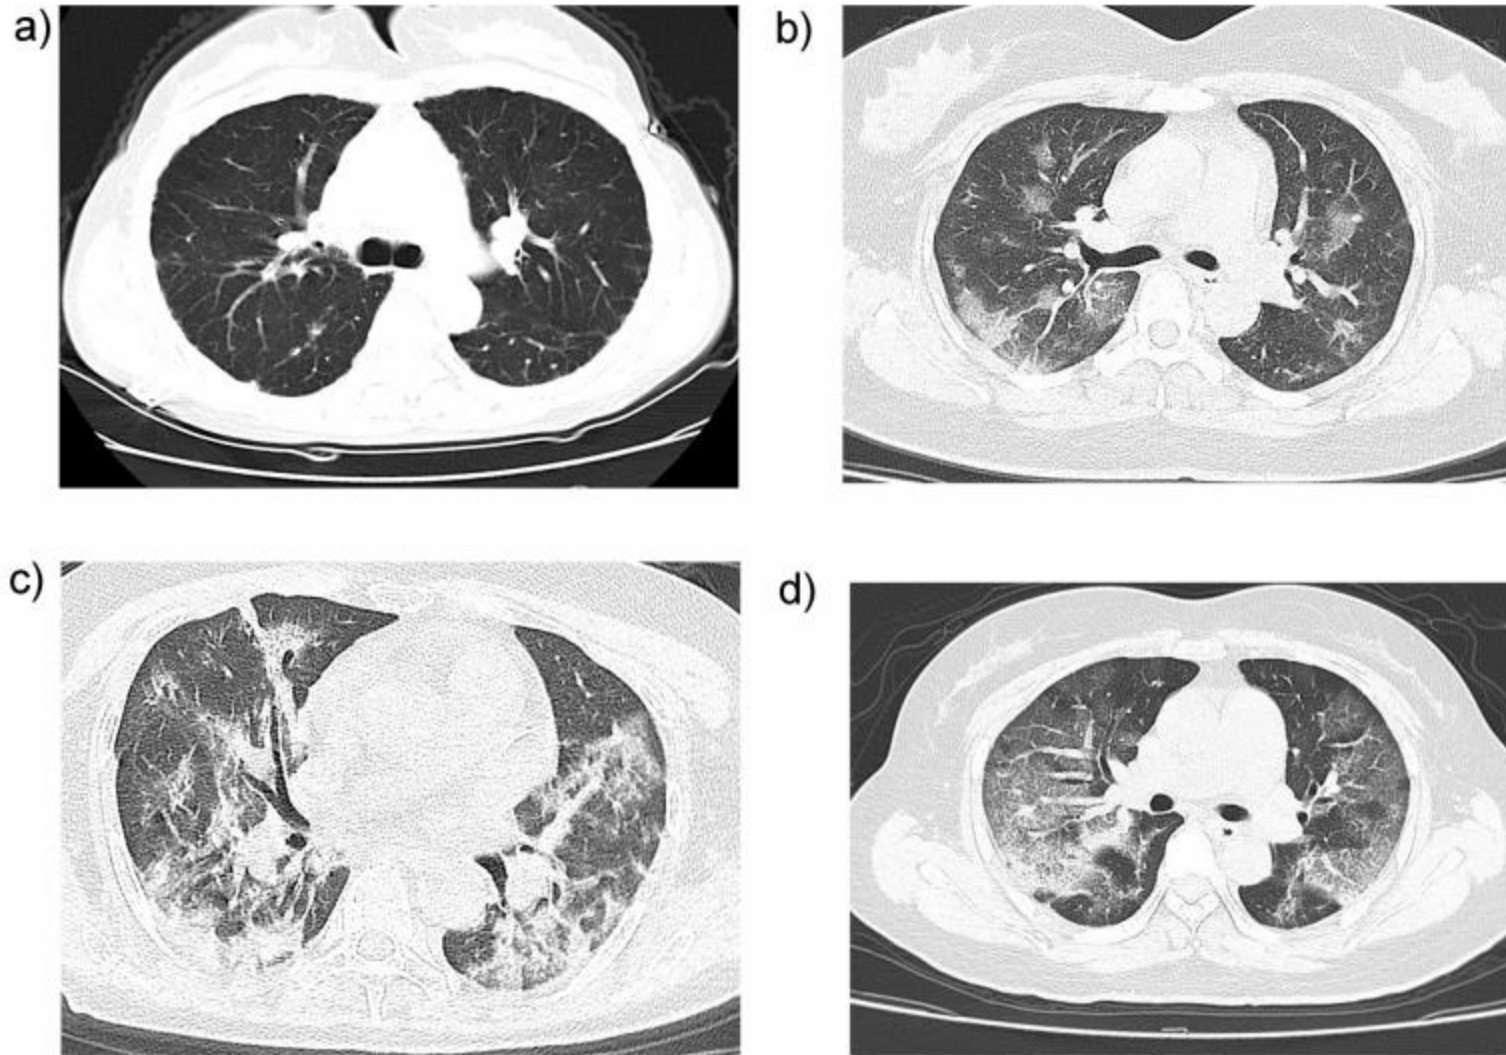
CT features of coronavirus disease-2019 by disease severity. A. An axial CT image in a 33-year-female mild type patient (2 days from symptom onset to CT scan) shows thickening of lung texture. B. An axial CT image in a 37-year-male common type patient (6 days from symptom onset to CT scan) shows multiple ground-glass opacities in both lungs. C. An axial CT image in a 56-year-female severe type patient shows extensive ground-glass opacities and pulmonary consolidation, enlargement of bronchi and vessels. D. An axial CT image in a 47-year-female critical type patient (9 days from symptom onset to CT scan) shows extensive ground-glass opacities in multiple lobes, formatting "white lung".
